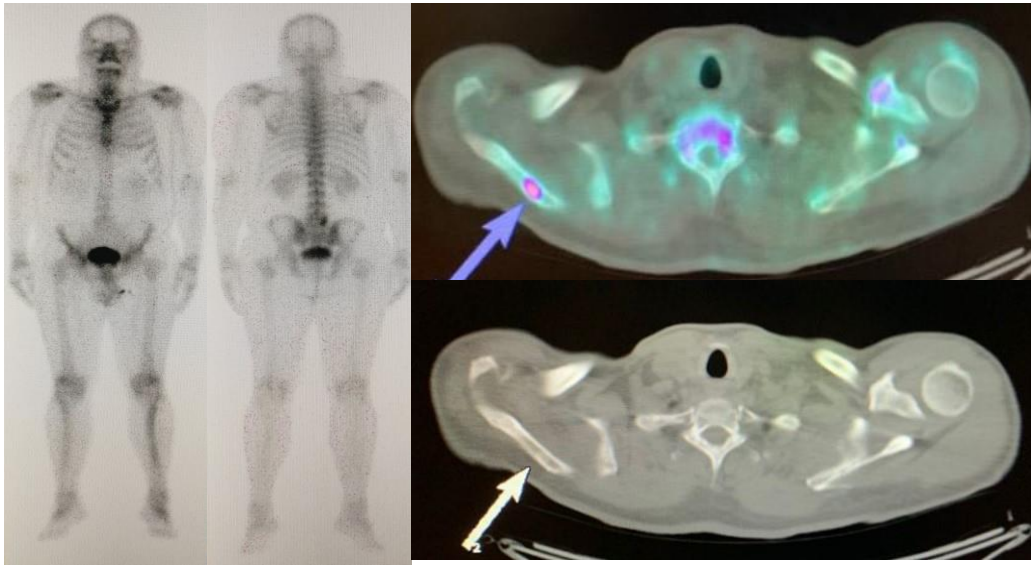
Masculino de 68 años de edad que padece de Cáncer de Prostata. Gammagrafía ósea se presenta negativa para metástasis ósea. PET- CT muestra captación de radiotrazador en 1 lesión metastásica a nivel de hombro derecho. Más lesiones metastásicas fueron detectadas en el PET- CT con 18-NAF que en la gammagrafía ósea con 99^{9m}Tc- HDP.
